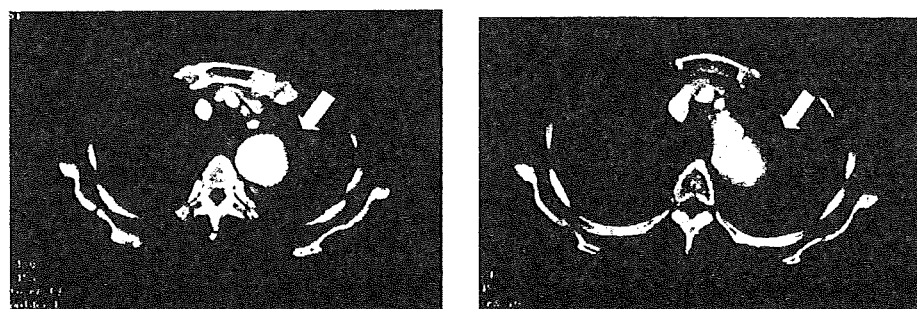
術前造影 CT を示す。遠位弓部に大動脈瘤を認める (→)。
